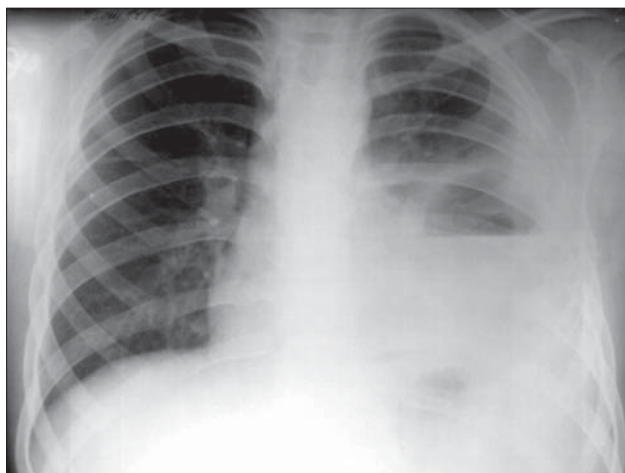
Abces pulmonar. Radiografie toracică PA. Imagine hidroaerică cu perete gros.
